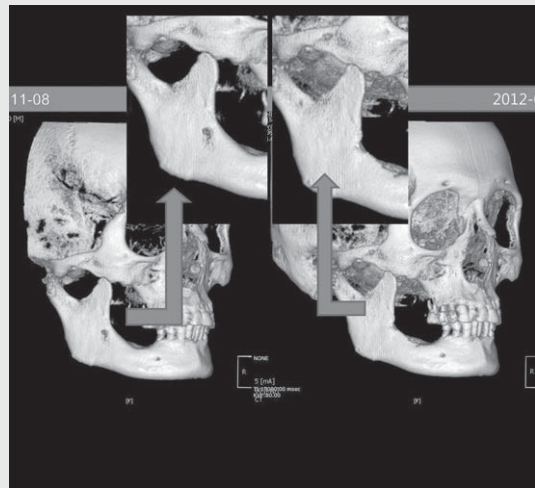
술전 술후 Cone beam 3차원 영상
